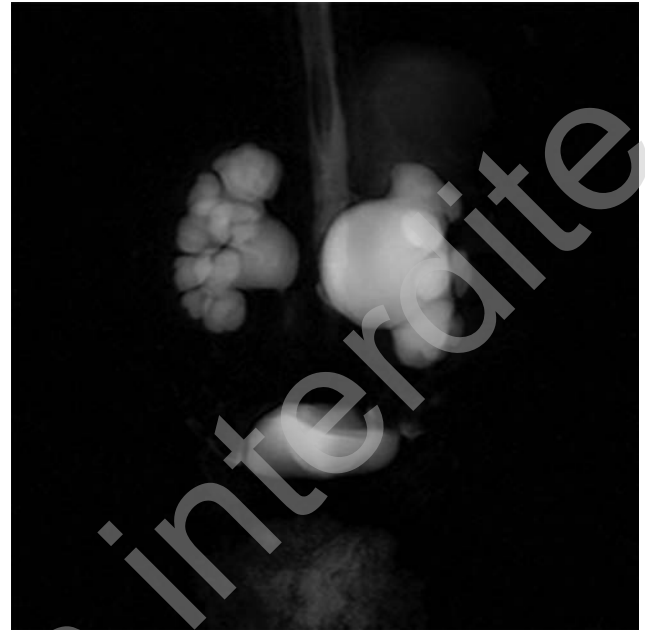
IRM morphologique (sans injection) montrant l'anatomie des cavités excrétrices dilatées d'un nouveau-né porteur d'un syndrome de jonction pyélo-urétérale bilatéral plus sévère à gauche.
